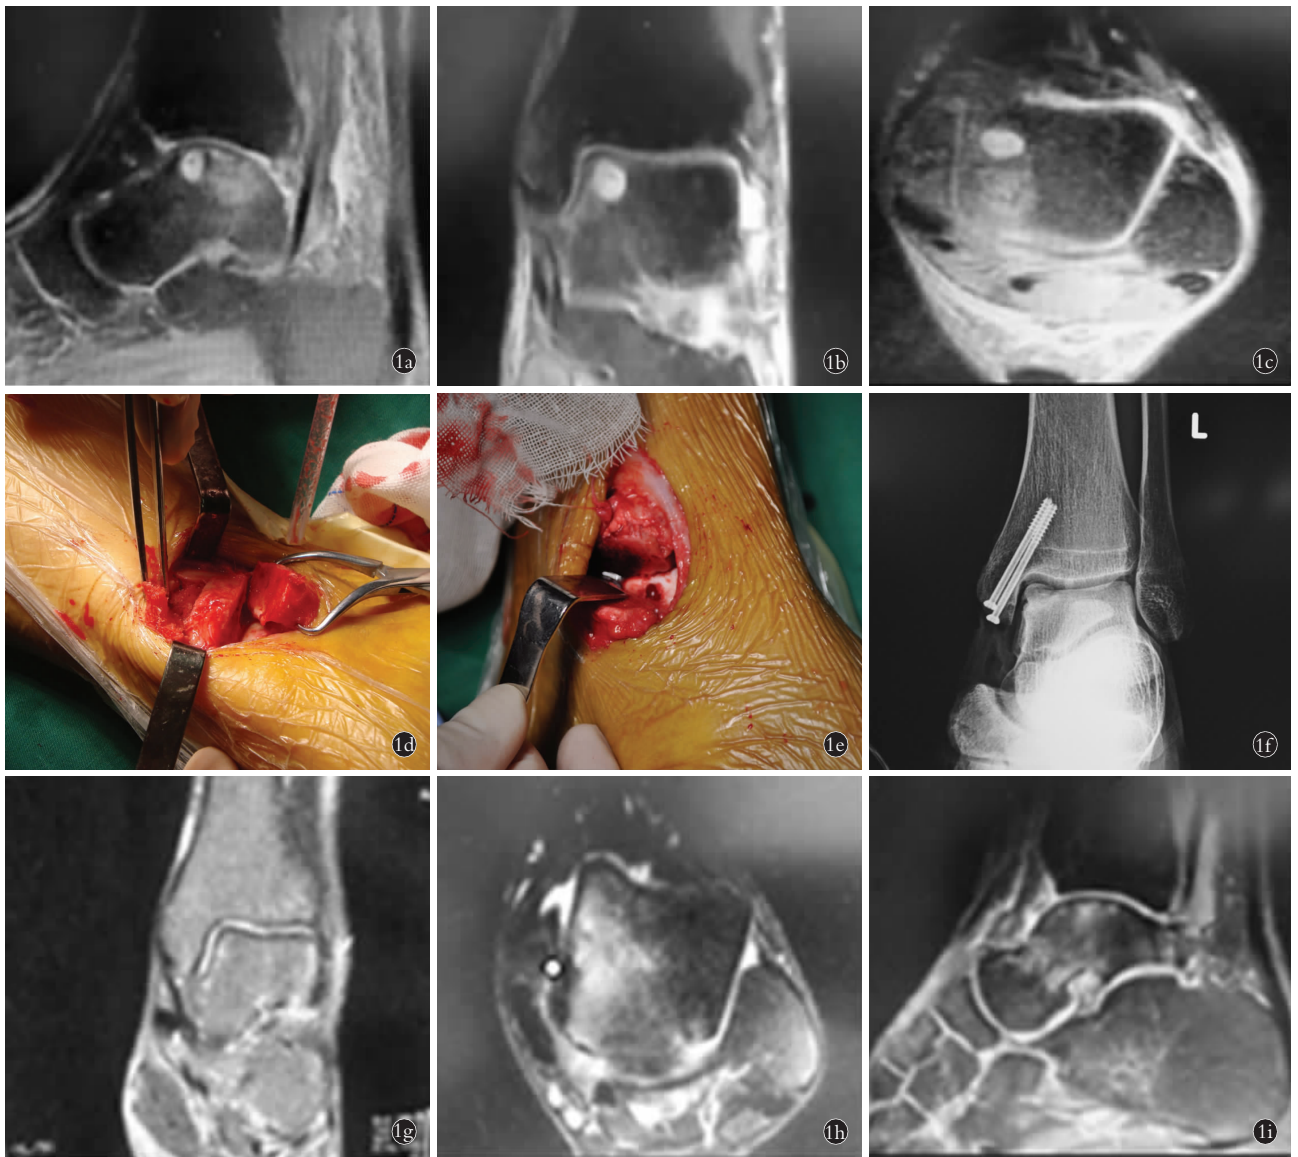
患者,男,48 岁,踝关节扭伤致左距骨骨软骨损伤(Hepple IV 型) 1a,1b,1c. 术前距骨病灶处冠状位、水平位、矢状位平扫 MRI 示距骨前内侧有一圆形的高密度影,即距骨软骨损伤部位 1d,1e,1f. 术中分别清理及暴露病灶,胫骨远端带骨膜取骨及术中评估距骨软骨损伤处修复情况 1g,1h,1i. 术后 12 个月距骨病灶处冠状位、水平位、矢状位平 MRI 示距骨骨软骨病灶处愈合良好
